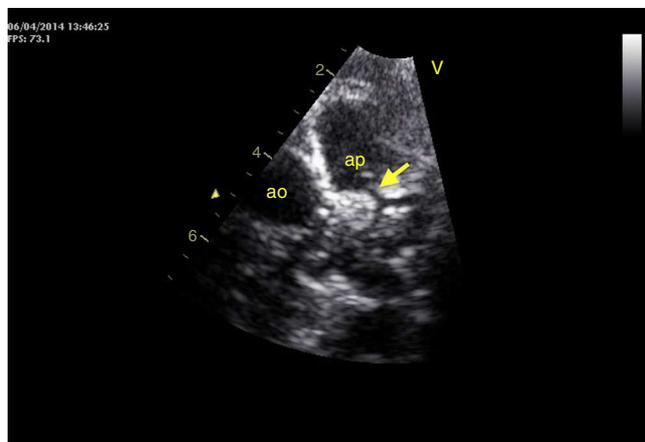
Ecocardiografia transtorácica, plano paraesternal eixo curto: origem da artéria coronária esquerda (seta) a partir do tronco da artéria pulmonar (ap). Aorta (ao).
